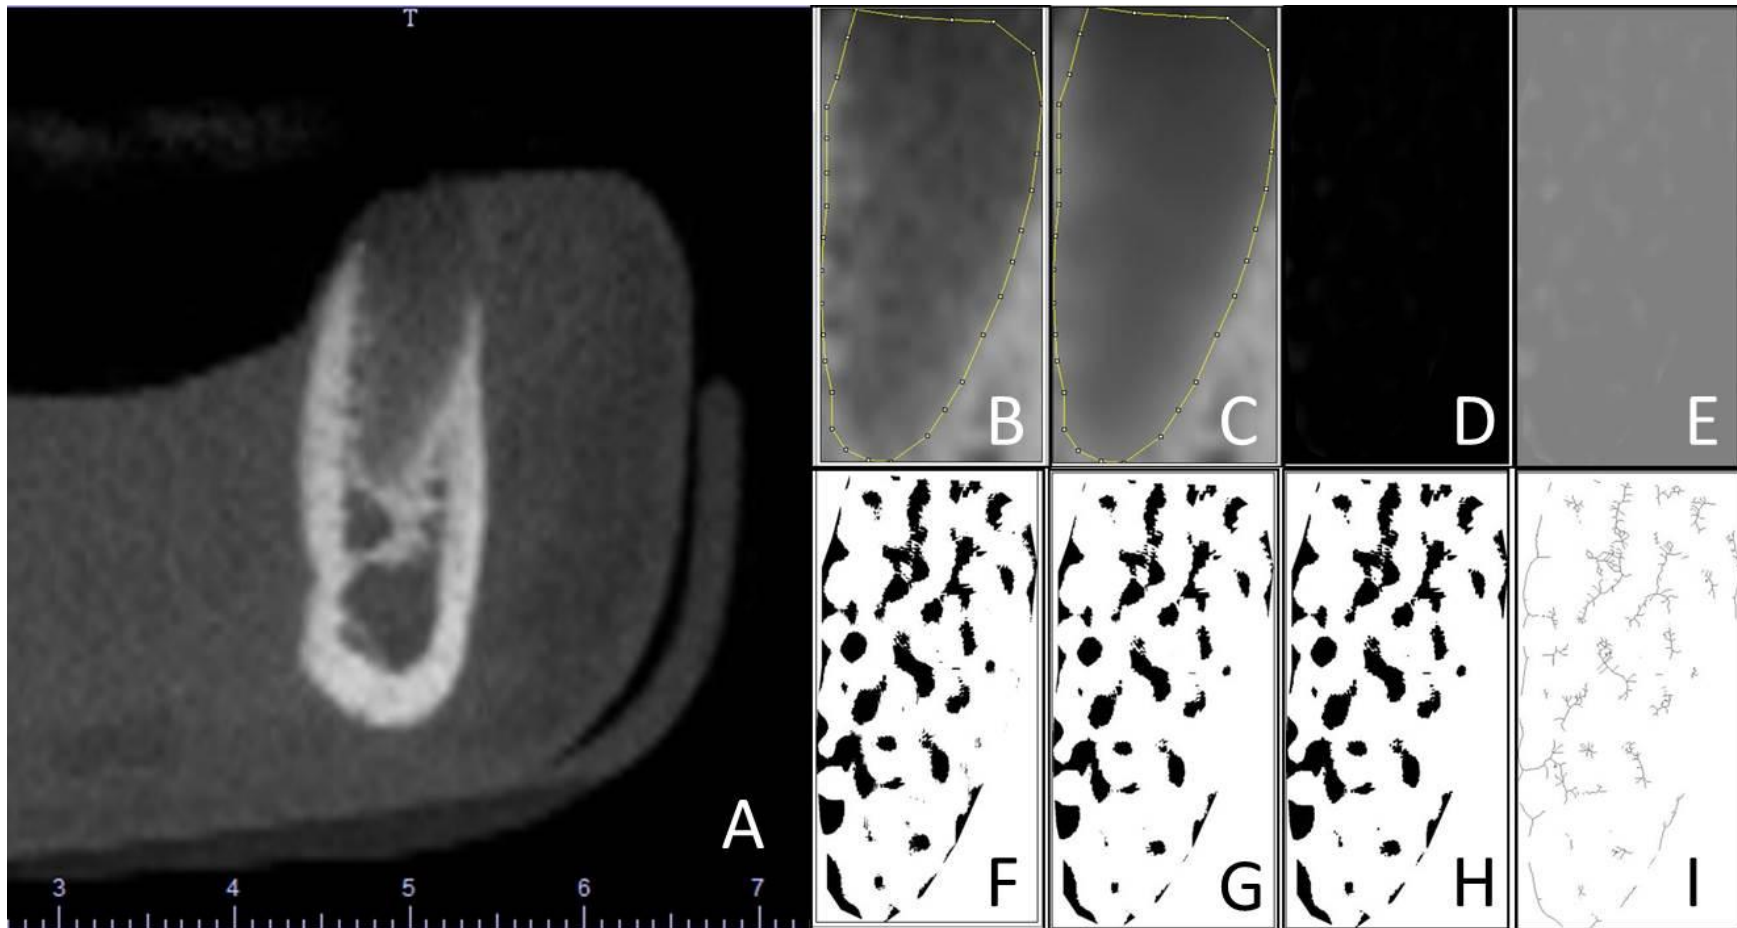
Etapas para análise da dimensão fractal dos alvéolos dentais . A – Corte ortorrádial de uma tomografia computadorizada *cone beam*; B – Região de interesse selecionada (alvéolo dental); C – Imagem borrada com filtro Gaussian; D – Resultado da subtração da imagem; E – Adição de valor de cinza de 128; F – Imagem binária; G – Imagem erodizada; H – Imagem dilatada; I – Imagem eskeletonizada.
